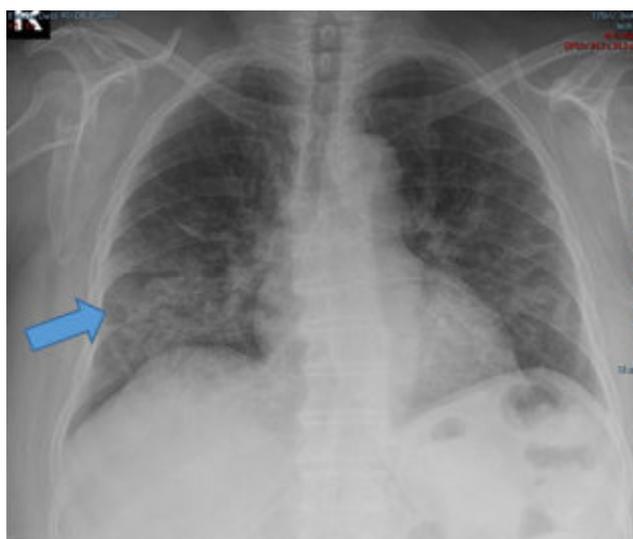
Radiografía torácica pósterio anterior con patrón alveolar difuso a predominio en base derecha, con broncograma aéreo (flecha).
